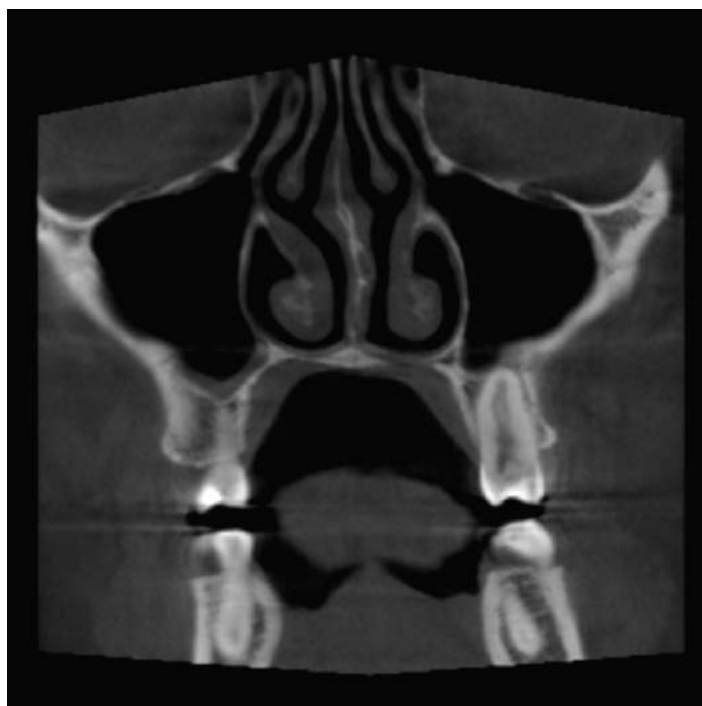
Компьютерная томография вторых премоляров верхней челюсти
